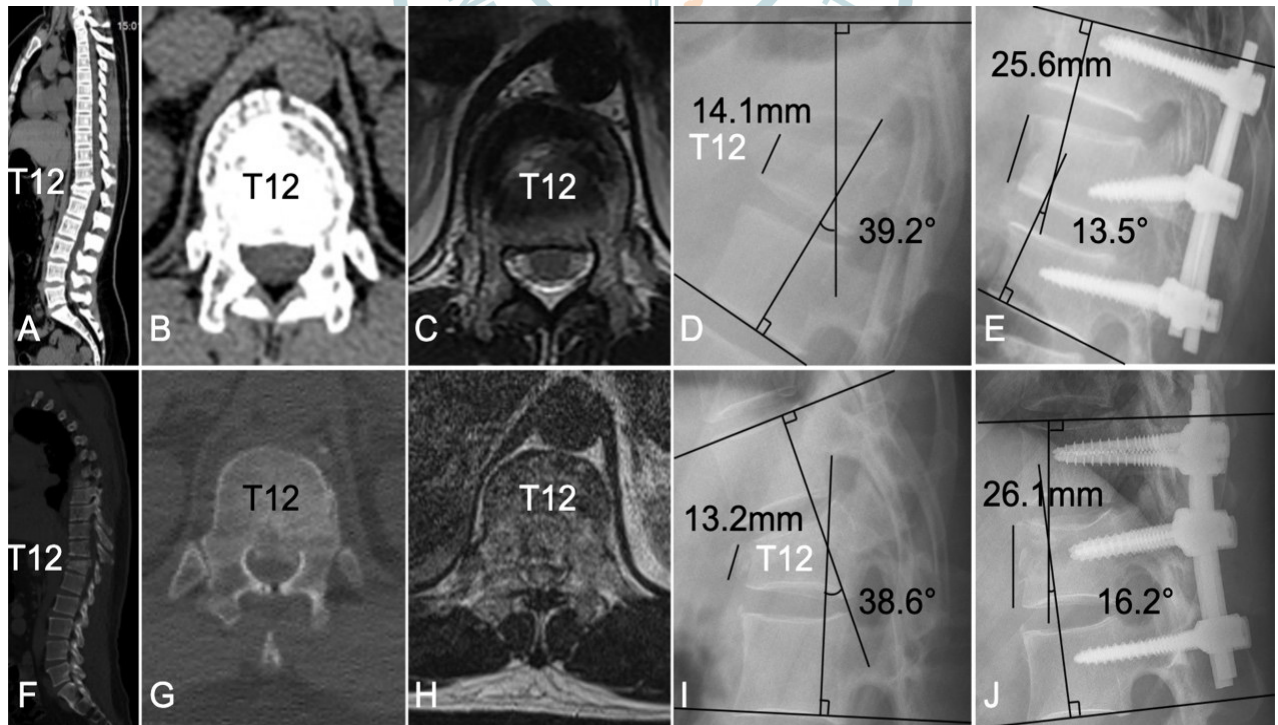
男性,43岁,诊断为T₁₂椎体爆裂性骨折,接受体位复位减压内固定术治疗;A:CT矢状位见T₁₂骨折;B:CT轴位像见骨折块凸入椎管;C:MRI轴位像见腹侧硬膜囊和脊髓受压;D:术前侧位片示T₁₂椎体前缘高度为14.1mm,Cobb角为39.2°;E:术后侧位片见T₁₁、T₁₂、L₁置入内固定,T₁₂置钉角度避开骨折线,伤椎椎体前缘高度恢复为25.6mm,Cobb角恢复为13.5°。患者男性,53岁,诊断为T₁₂椎体爆裂性骨折,行后路椎板切除减压内固定术治疗;F:CT矢状位见T₁₂骨折;G:CT轴位像见骨折块凸入椎管;H:MRI轴位像见腹侧硬膜囊和脊髓受压;I:术前侧位片示T₁₂椎体前缘高度为13.2mm,Cobb角为38.6°;J:术后侧位片见T₁₁、T₁₂、L₁置入内固定,伤椎椎体前缘高度恢复为26.1mm,Cobb角恢复为16.2°
